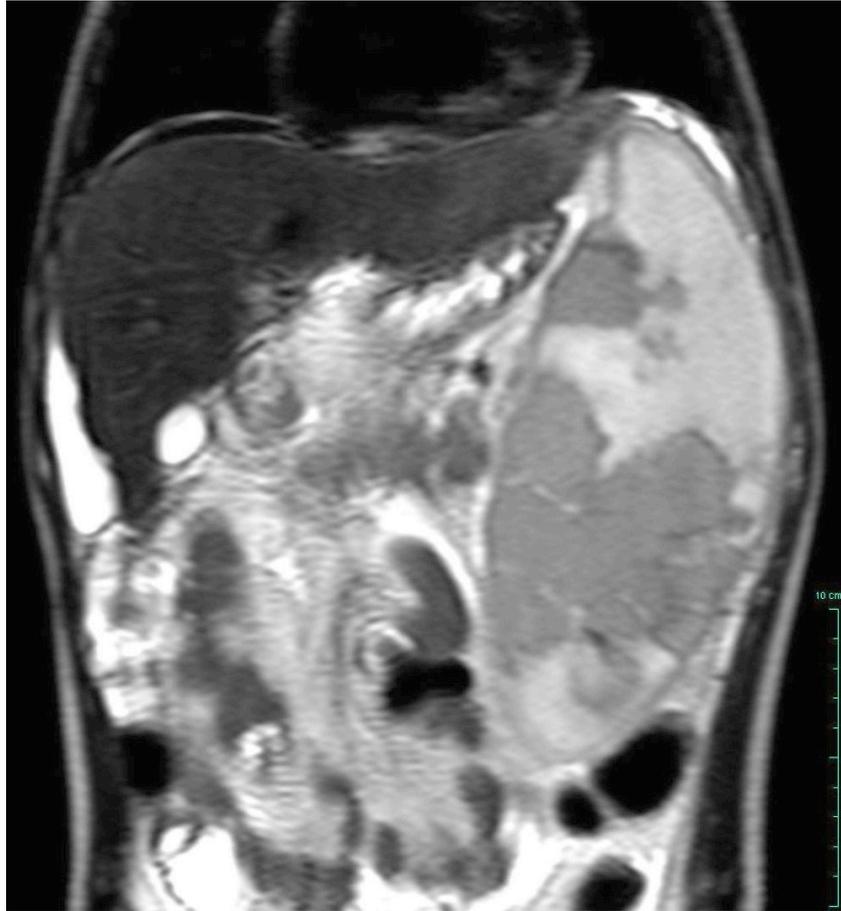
MRT des Abdomens, T2-gewichtet, in koronarer Schnittrichtung (ventral). Nebenbefundlich Aszites zwischen rechtem Leberlappen und Bauchdecke und subphrenisch.
